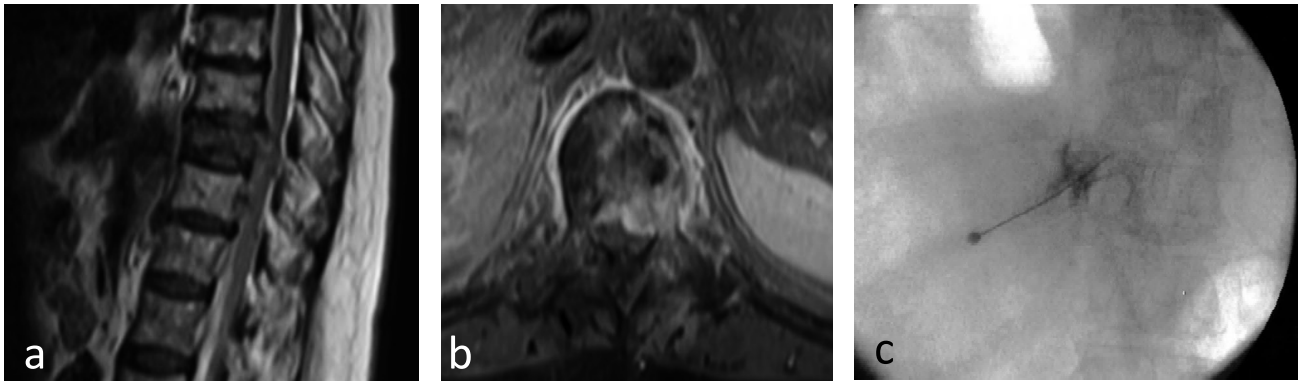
症例2のMRI画像とT10神経根ブロック画像
